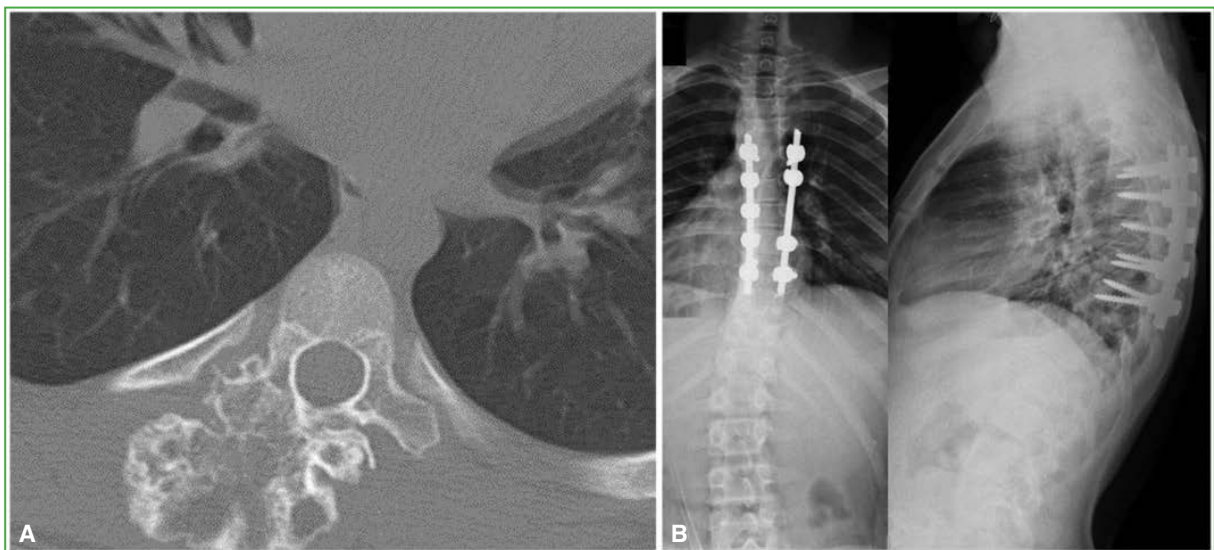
Caso 9. A. Tomografía computarizada de columna torácica, corte axial. Gran osteocondroma extracanal (103 cm³) (vértebra T6). B. Radiografías de columna torácica, de frente y de perfil, control al año y 5 meses de la resección intralesional del osteocondroma y la artrodesis con fijación por instrumentación pedicular. Nótese la ausencia de nuevo crecimiento tumoral.
